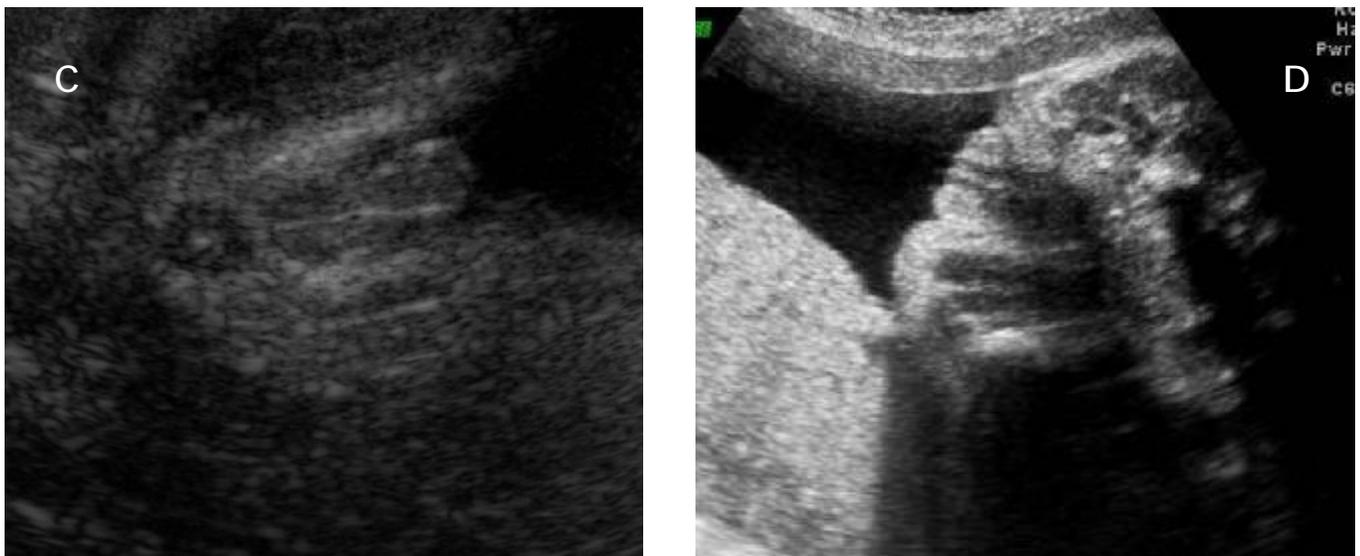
comparaison échographique des OGE de deux fœtus de 23 SA. (C) : présente une ADS et (D) : normal
